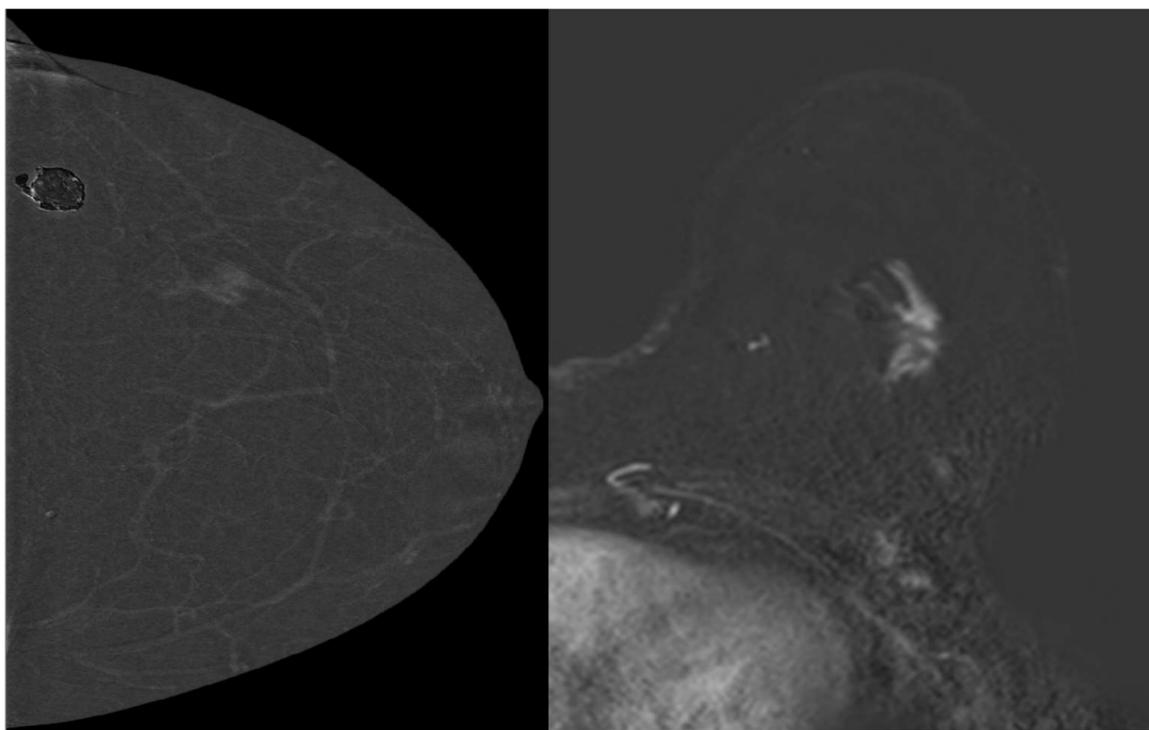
Imagen izquierda: RM mamaria, secuencia THRIVE postcontraste con sustracción. Imagen derecha: Proyecciones CC y MLO de mama izquierda en CEM.
